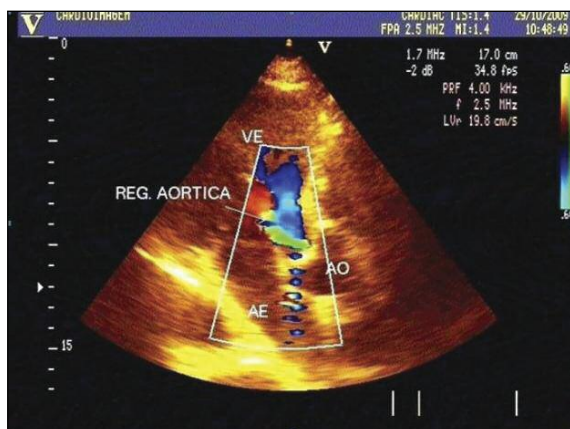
Ecocardiograma evidenciando regurgitação na válvula aórtica
